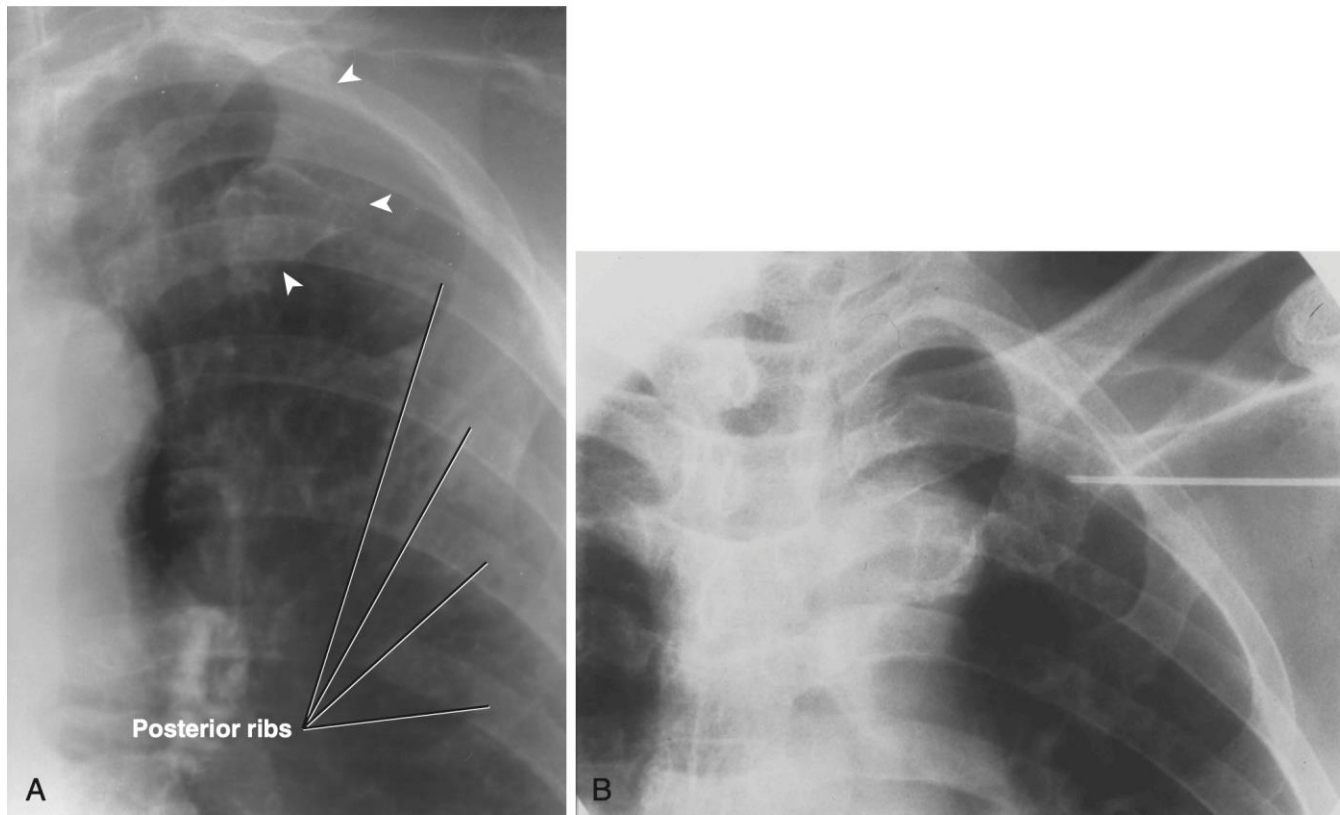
A, Radiograph showing location of the first rib. *Arrowheads* point to the rib's anterior border. B, Radiograph of needle over the first rib. The needle tip is maintained in this position as the needle and syringe are advanced. This is accomplished by increasing the steepness of the needle angle.
